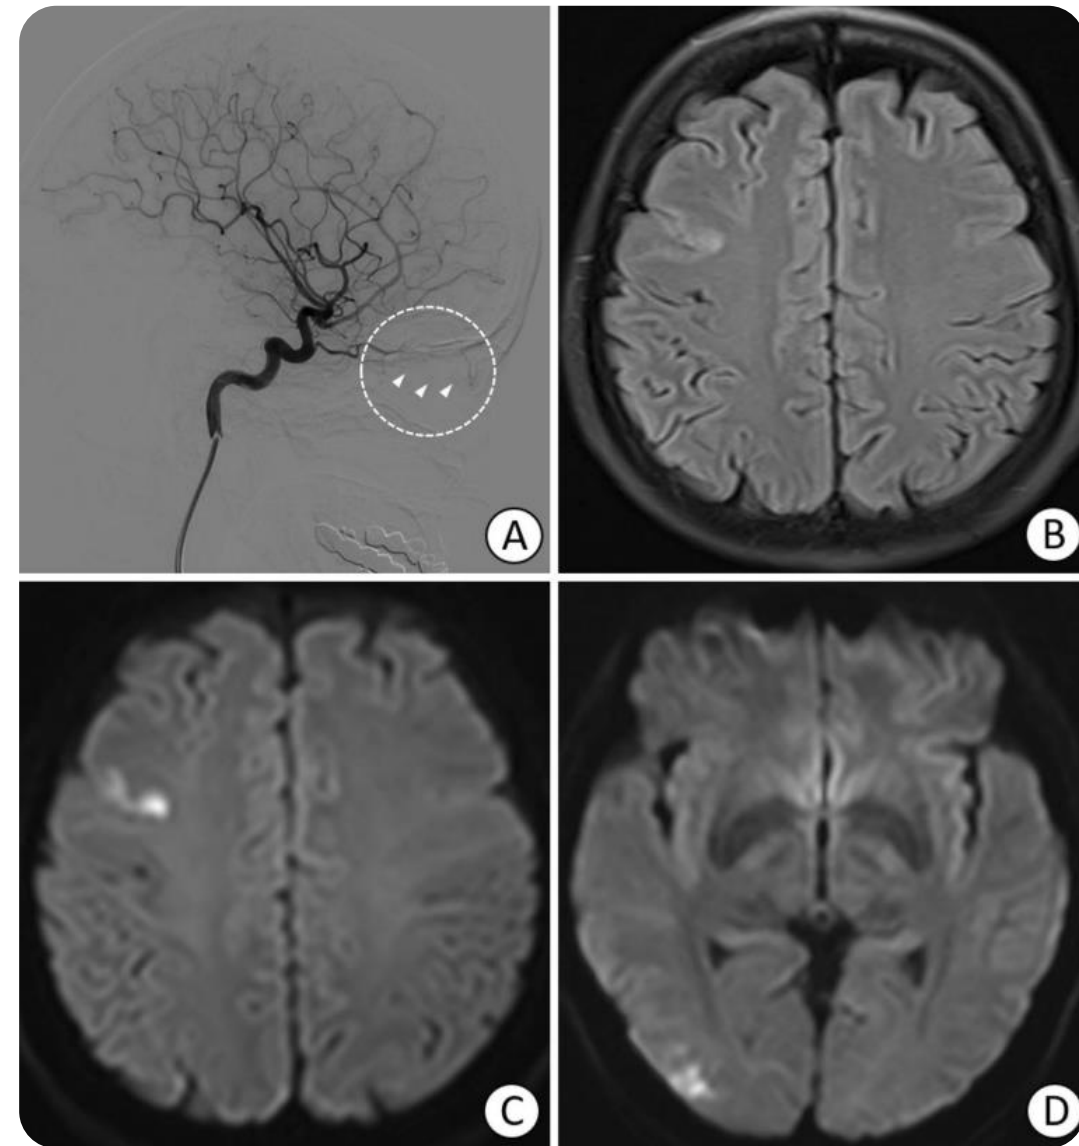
A) angiografía, OACR derecha. B-D) FLAIR y DWI, infartos agudos dispersos frontal y occipital derechos
